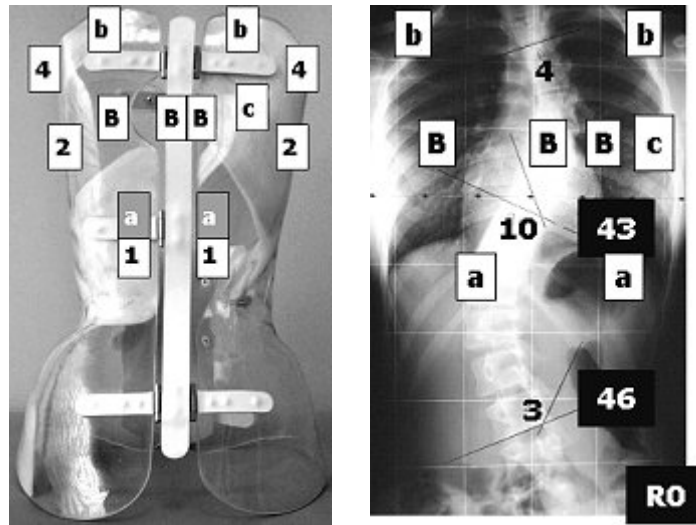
Azione di cifotizzazione secondo il concetto SPoRT per una scoliosi dorsale in una visione postero-anteriore e radiografica
